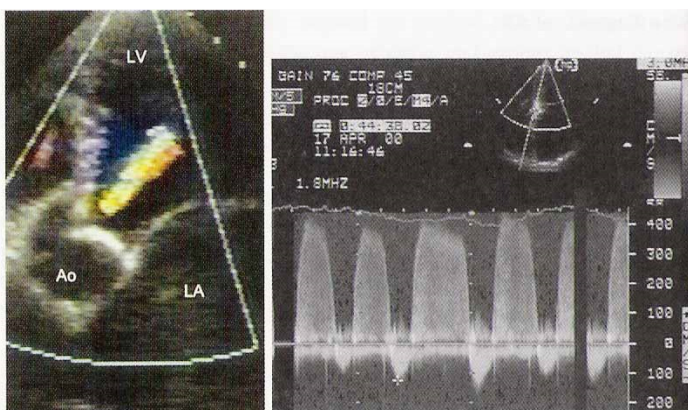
Regurgitare aortică ușoară înregistrată atât CD Doppler (flux turbulent mozaicat multicolor în tractul de ejecție al VS) cât și prin CW Doppler (imaginea din dreapta) pentru cuantificare.
